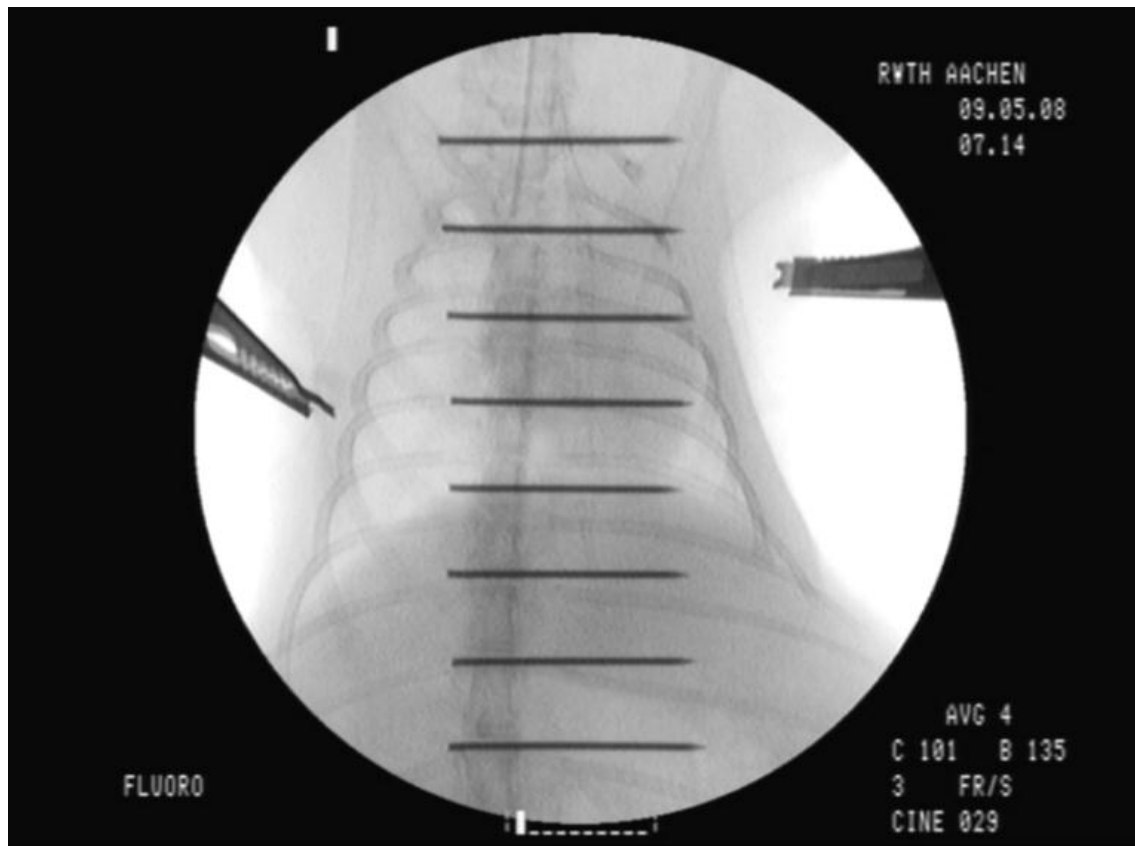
Bild einer präoperativen radiologischen videoskopischen Aufnahme. Das Kaninchen wurde mit dem Rücken auf einem Röntgentisch mit einer integrierten Skala von 1x1 cm fixiert
